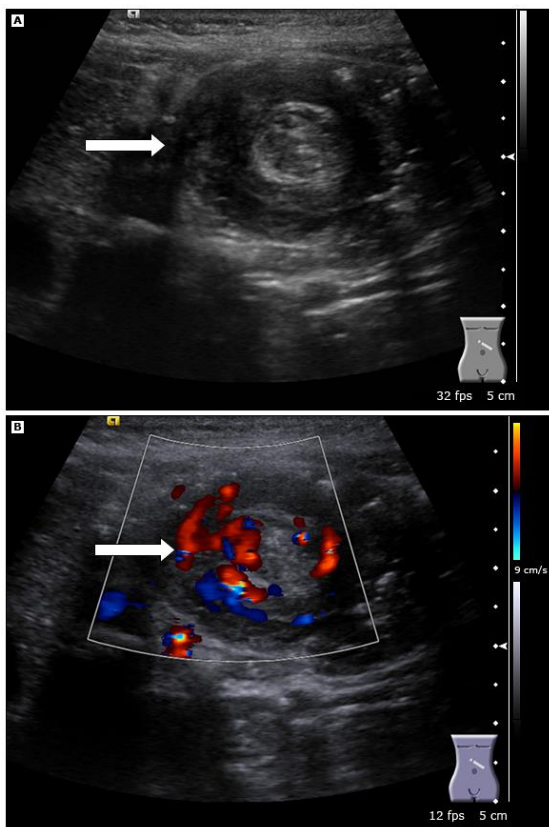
A. corte imágenes ecográficas de invaginación intestinal. A) Corte sagital de una invaginación ileoileal (imagen en diana) b) muestra falta de perfusión, lo que indica el desarrollo de isquemia. Fuente. Tomado de Roskind CG, Kamdar G, Ruzal-Shapiro CB, et al. Accuracy of plain radiographs to exclude the diagnosis of intussusception. *Pediatr Emerg Care* 2012; 28:855.
